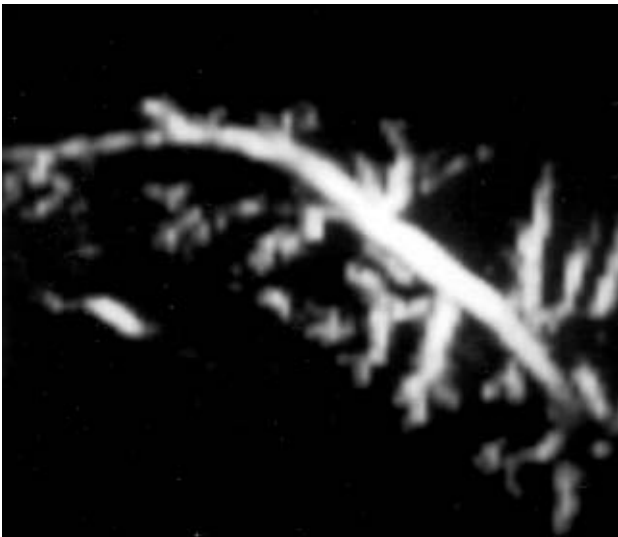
Valutazione morfologica con power-Doppler. Arteria cavernosa ben distesa con rami emergenti ben dimostrabili fino al terzo grado di ramificazione. *Power-doppler morphological evaluation. The cavernous artery is well relaxed and emergent roots are visible until the third degree ramifications.*
